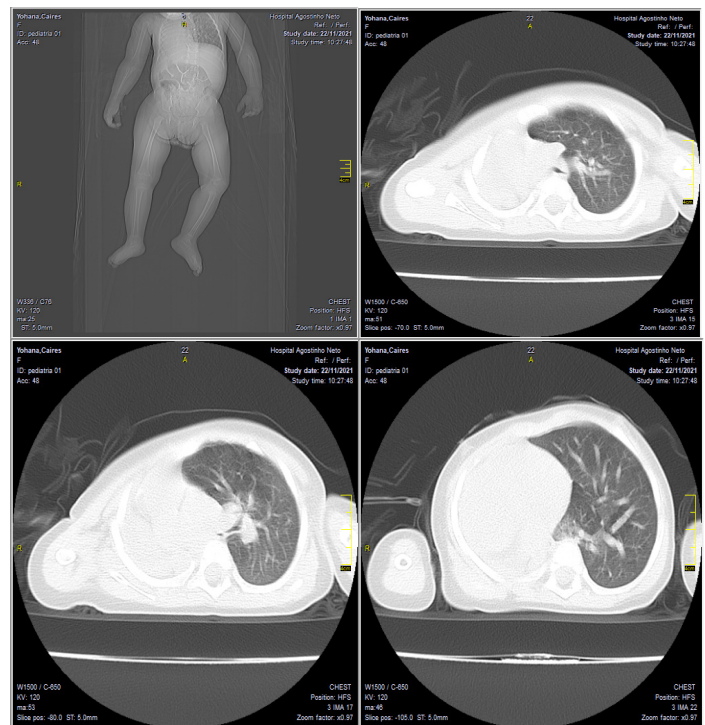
Tomografía axial de tórax. A. corte axial. B. corte coronal. C. corte sagital
